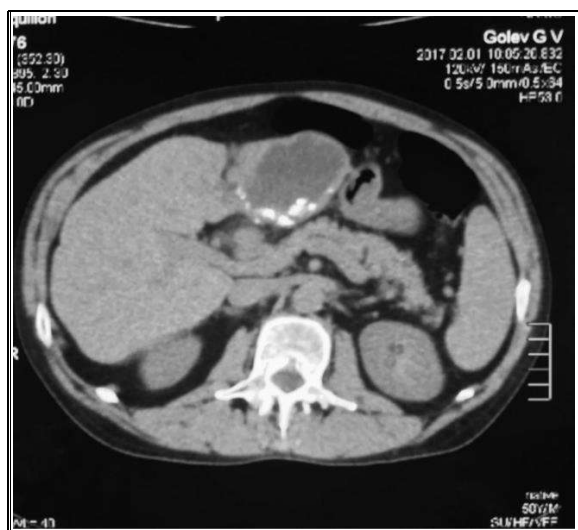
Пациент Г. Компьютерная томография альвеококкозного образования левой доли печени до лечения
